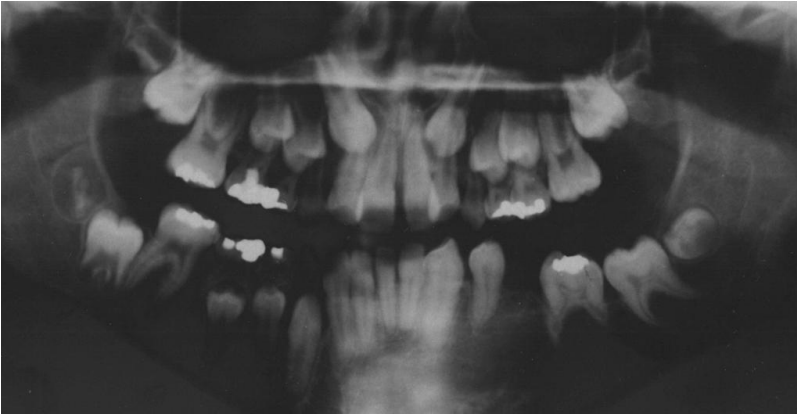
präthapeutisches Orthopantomogramm eines Patienten mit 4 erfüllten PFE Kriterien: Nur posteriore Zahnreihe betroffen / Befund asymmetrisch / Befund unilateral / Wurzel Dilazeration betroffener Molaren 36 und 37
